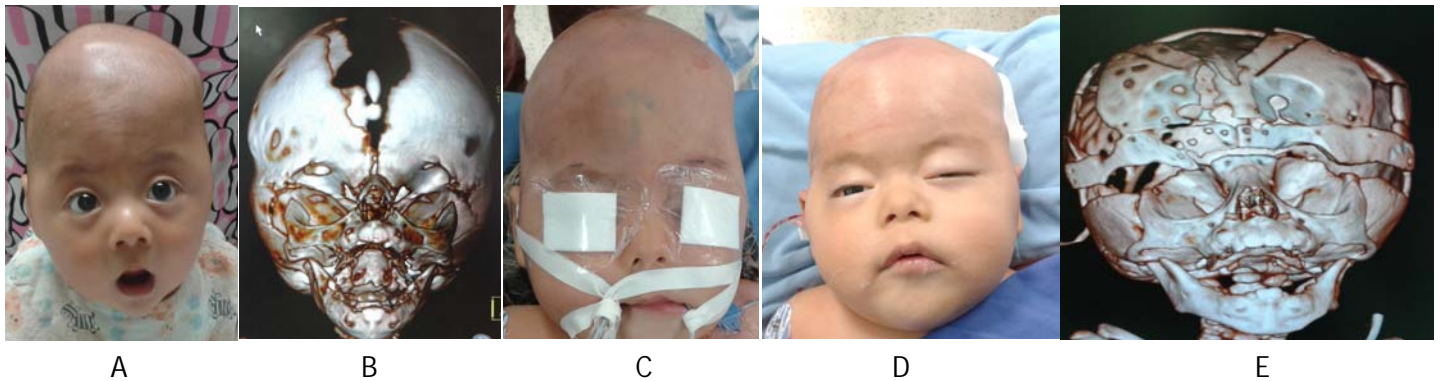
Braquitricefalia A) Fotografía del paciente vista anterior, se observa aumento del diámetro bitemporoparietal, B) TC 3D AP, ausencia de sutura coronal bilateral e impresiones lacunares óseas por aumento de la presión intracraneal, C) en quirófano, destaca, el crecimiento del cráneo hacia arriba y aplanamiento frontal, D) post-operatorio inmediato, es notable la reducción de la llamada “torre”, E) TC 3D, se realizó intercambio de huesos frontales y avance de la barra orbitaria.
